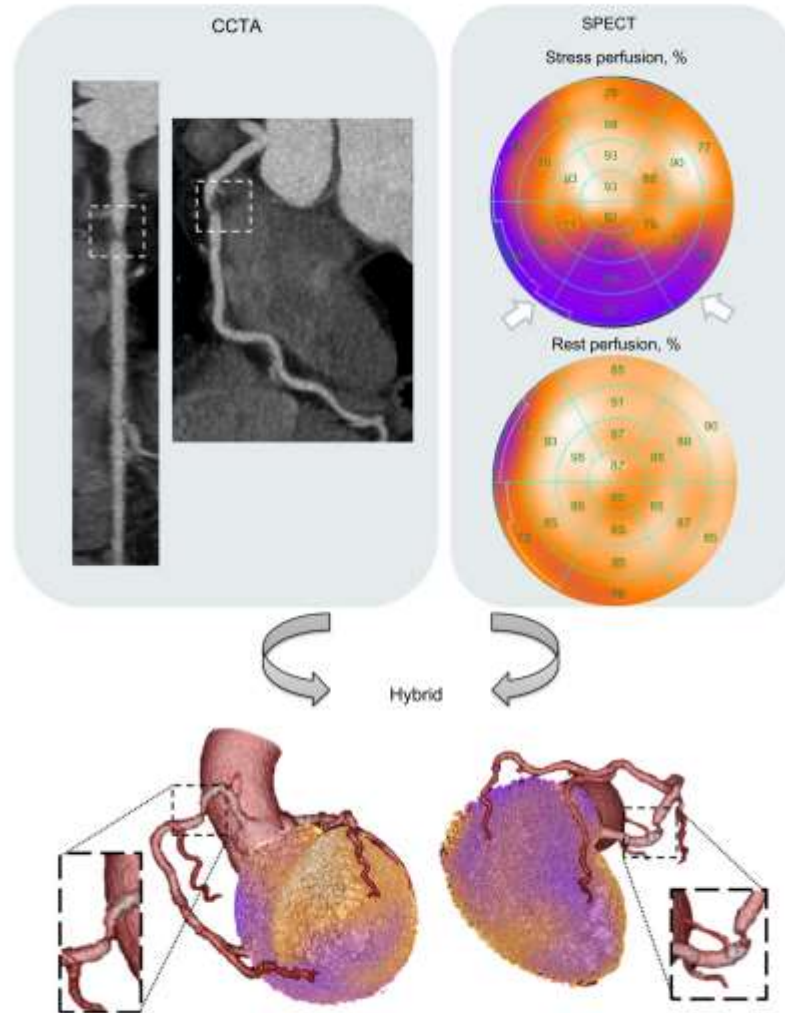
Characteristic example of a coronary computed tomography angiography (CCTA)/single-photon emission computed tomography-myocardial perfusion imaging (SPECT MPI) hybrid study. A highly stenotic plaque in the proximal right coronary artery (insert) depicted by CCTA accurately matches a myocardial perfusion defect in the inferior wall (white arrows) assessed by a SPECT MPI perfusion test.
